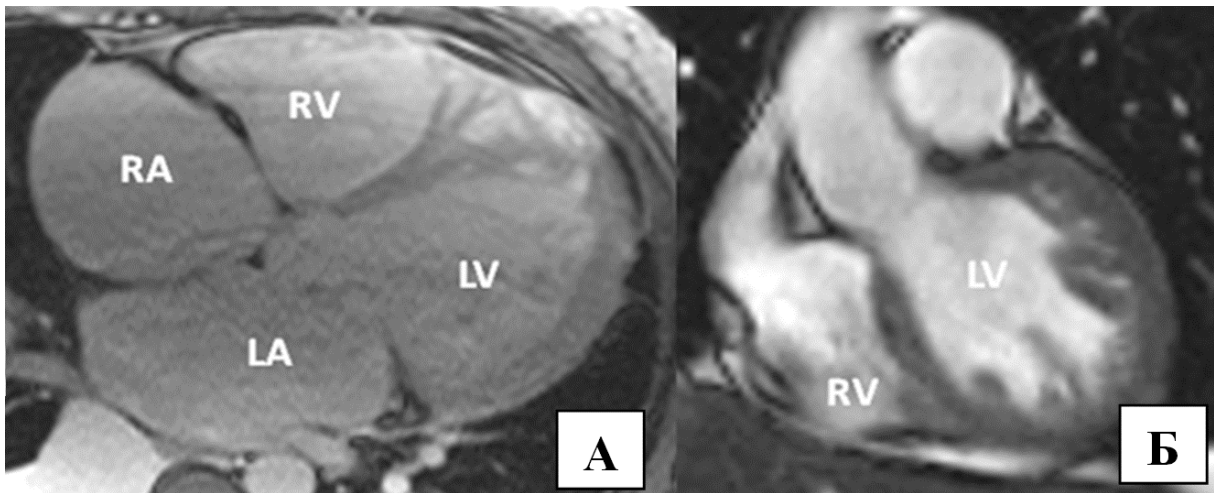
Магнітно-резонансна томографія серця з внутрішнім посиленням контрастування на основі гадолинійсодержащих препаратів: А – поствоспалительна дилататорна кардіоміопатія; Б – некомпактний міокард лівого шлуночка; LA – ліве передсердя, RA – праве передсердя, LV – лівий шлуночок, RV – правий шлуночок
